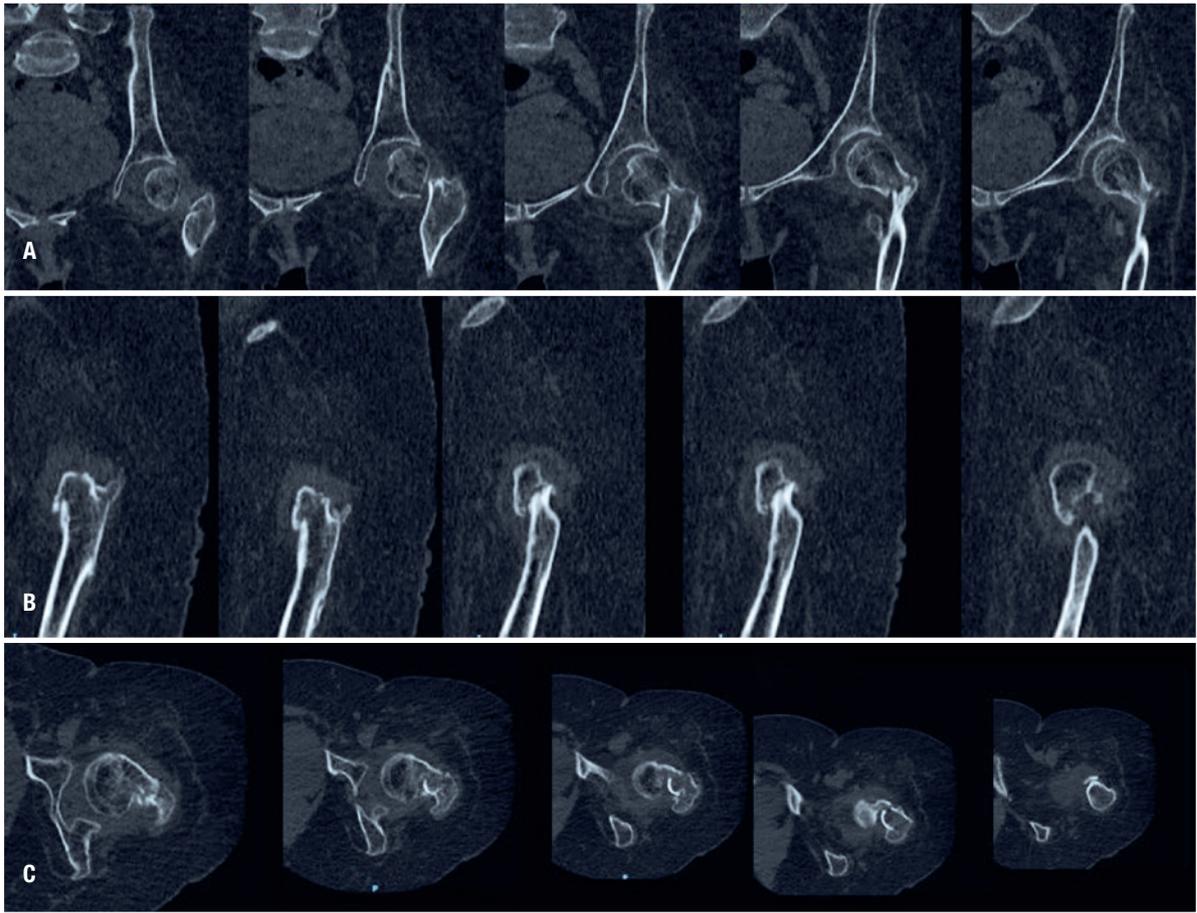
Tomografia computadorizada do quadril esquerdo no plano. A) Coronal. B) Sagital. C) Axial.
